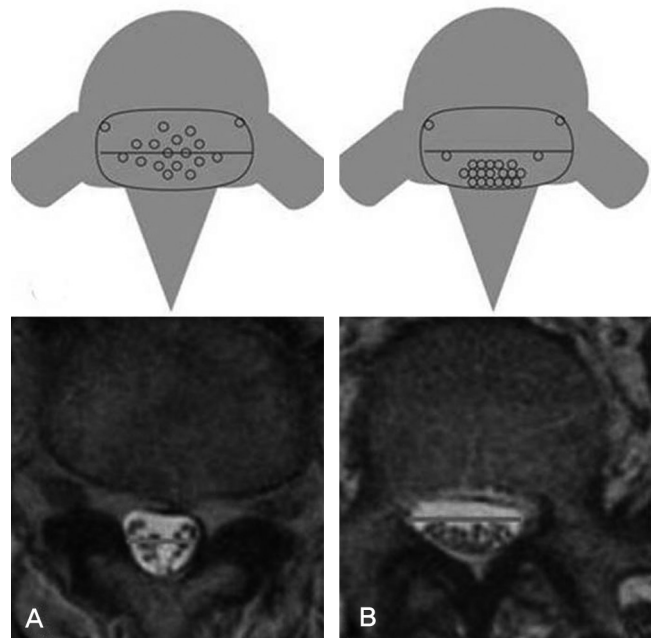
Comparison of MRI scans. (A) A positive sedimentation sign (B) A negative sedimentation sign
